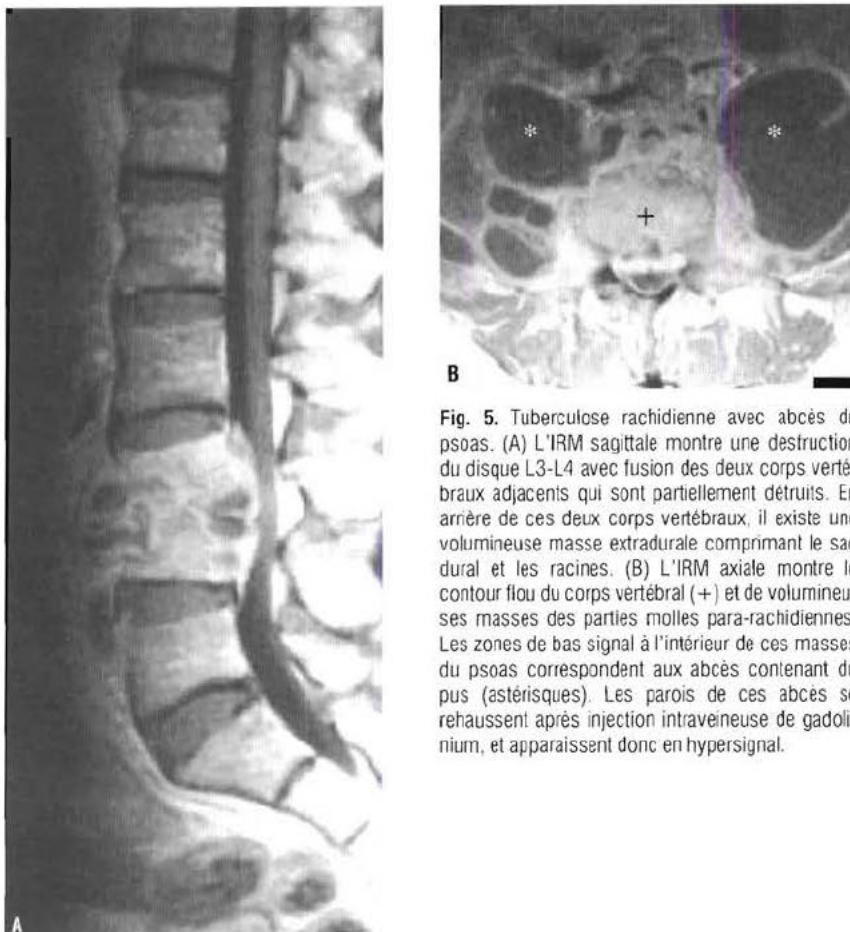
Tuberculose rachidienne avec abcès du psoas. (A) L'IRM sagittale montre une destruction du disque L3-L4 avec fusion des deux corps vertébraux adjacents qui sont partiellement détruits. En arrière de ces deux corps vertébraux, il existe une volumineuse masse extradurale comprimant le sac dural et les racines. (B) L'IRM axiale montre le contour flou du corps vertébral (+) et de volumineuses masses des parties molles para-rachidiennes. Les zones de bas signal à l'intérieur de ces masses du psoas correspondent aux abcès contenant du pus (astérisques). Les parois de ces abcès se rehaussent après injection intraveineuse de gadolinium, et apparaissent donc en hypersignal.
